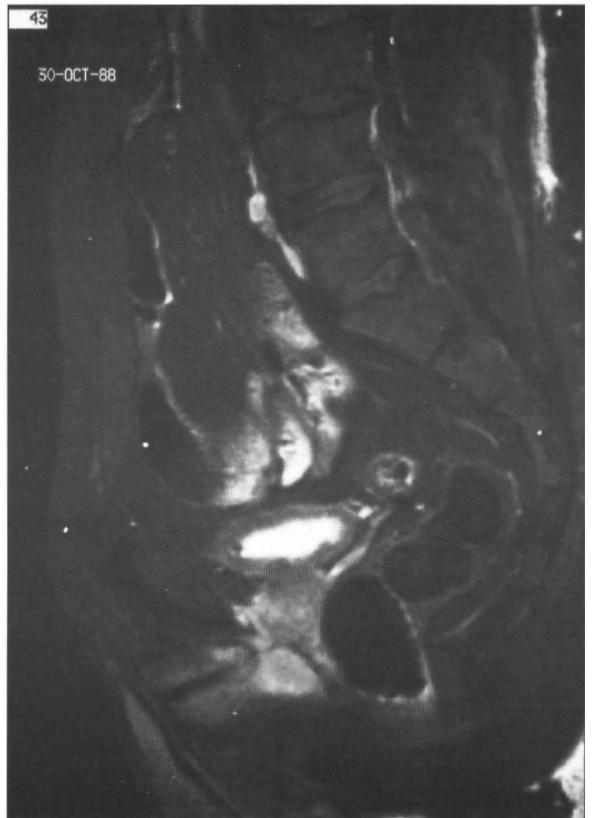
Anatomische correlatie tussen (a) cryosectie en MRI-opnamen (c) T₁-gewogen (1,5 T, SE/800/30/2) en (d) T₂-gewogen opname (1,5 T, SE/2000/100/2) Opname in de mediaanlijn, snededikte 10 mm
